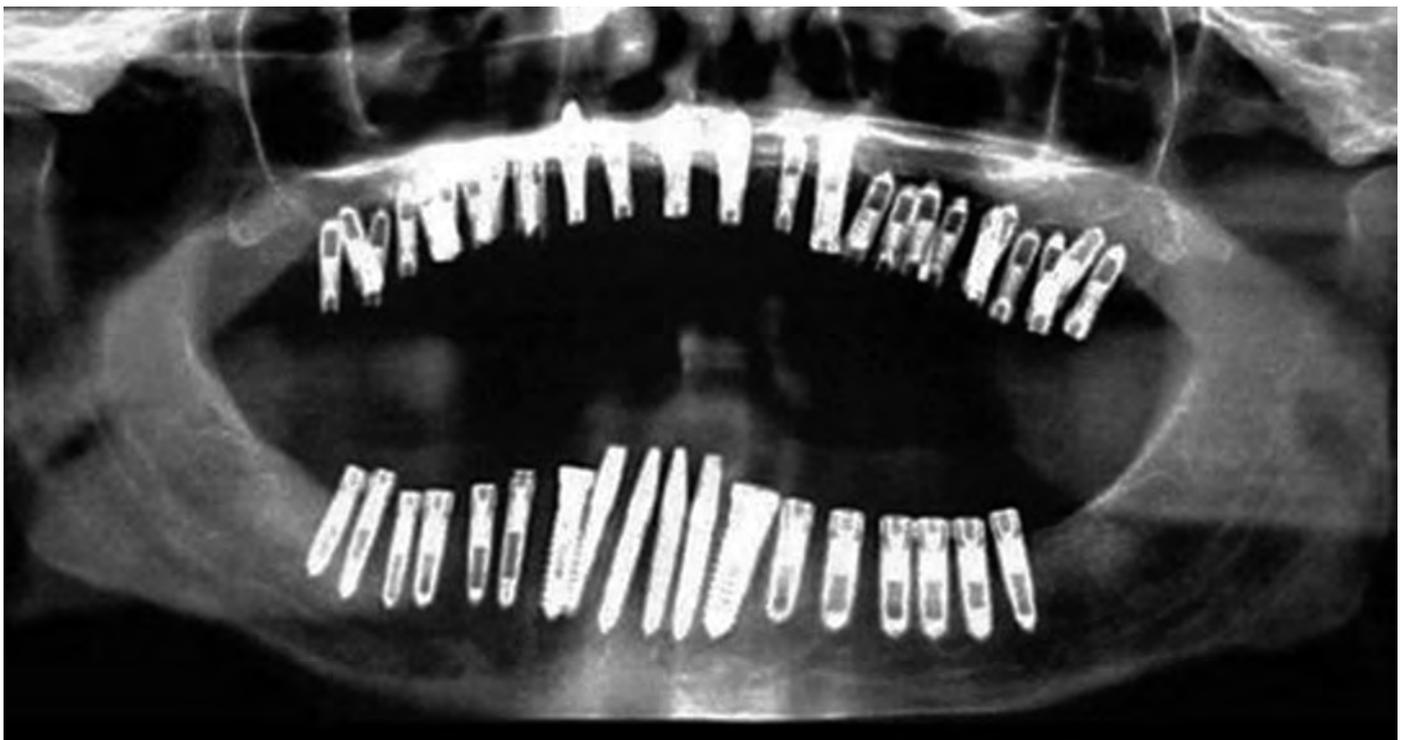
L'immagine mostra una radiografia panoramica di una bocca con 25 impianti inseriti nella mascella e 18 nella mandibola.
